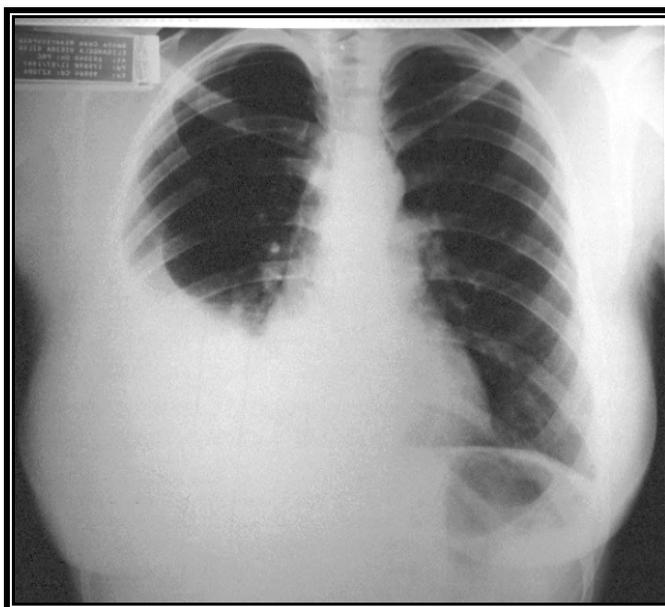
Radiografia de tórax de paciente com derrame pleural em hemitórax direito
